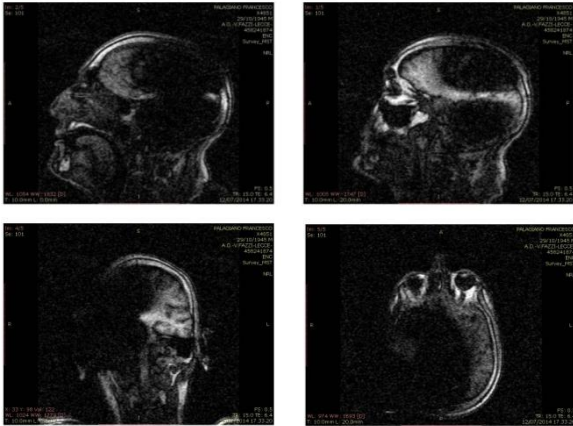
RMN cerebrale con IC e magnete in situ
